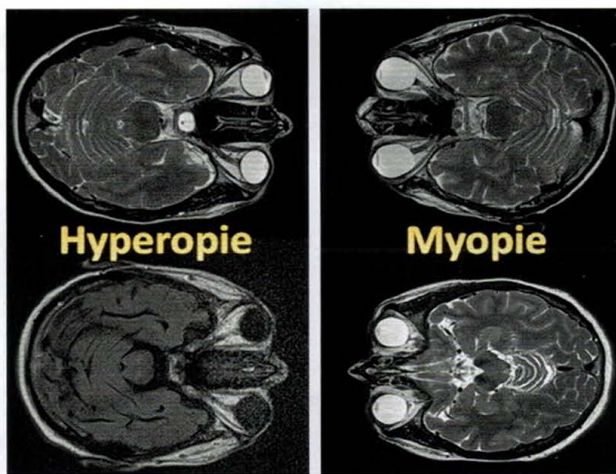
MRT-Aufnahmen (Volumenberechnungen des Bulbus) von emmetropen, myopen und hypermetropen Augen.
